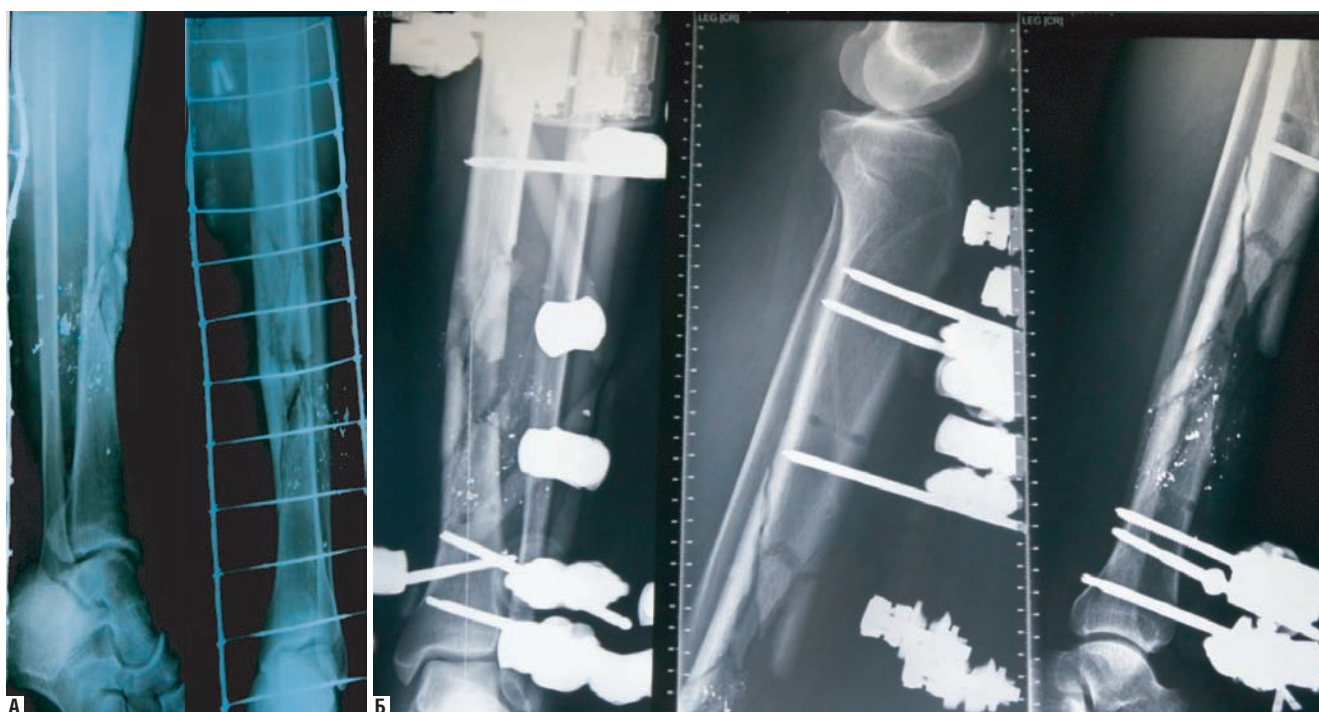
Рентгенограммы раненого В. до фиксации КСВП – А, после выполнения ПХО и наложения АНФ – Б
